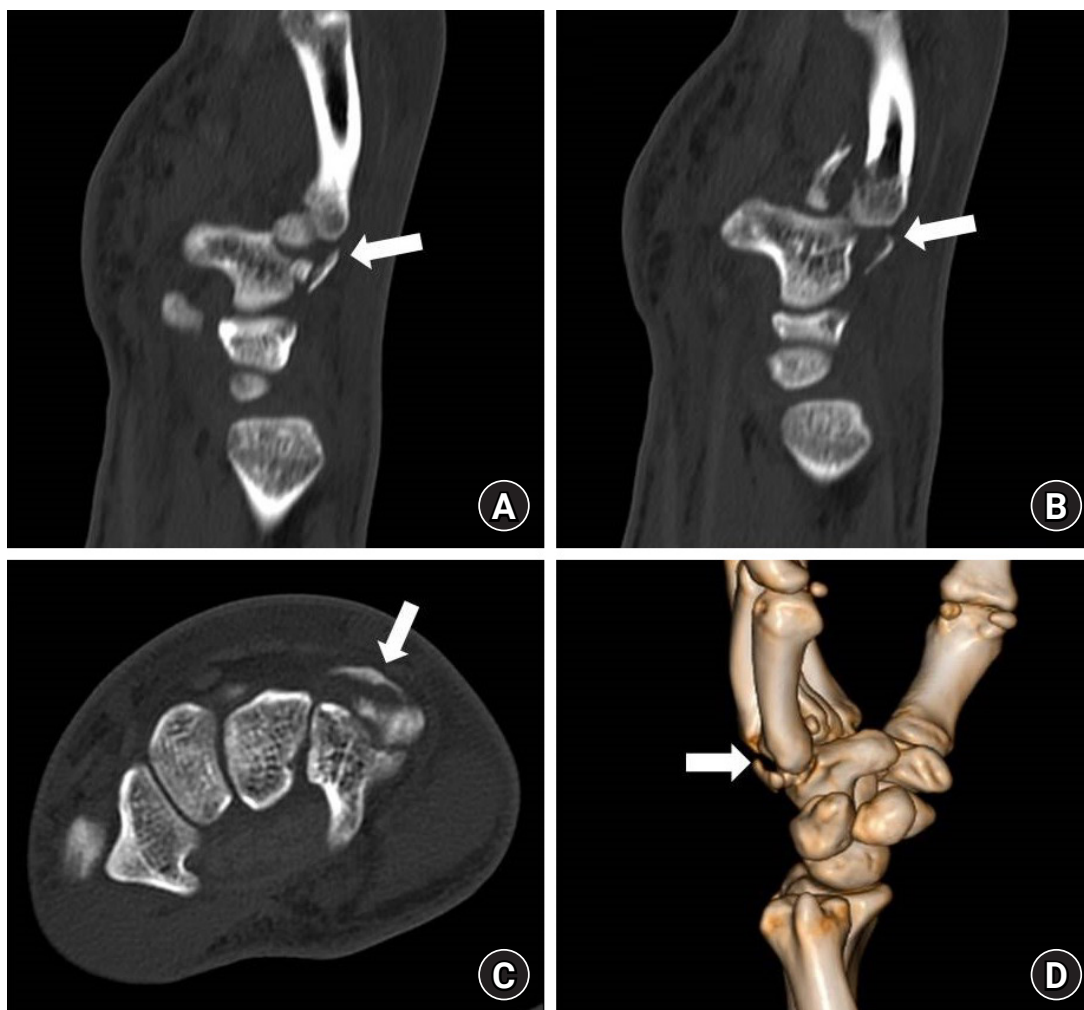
Three-dimensional computed tomography scan (A & B, sagittal view; C, axial view; D, Three-dimensional image) showing displaced fracture dislocation of the hamatometacarpal joint (arrow).
